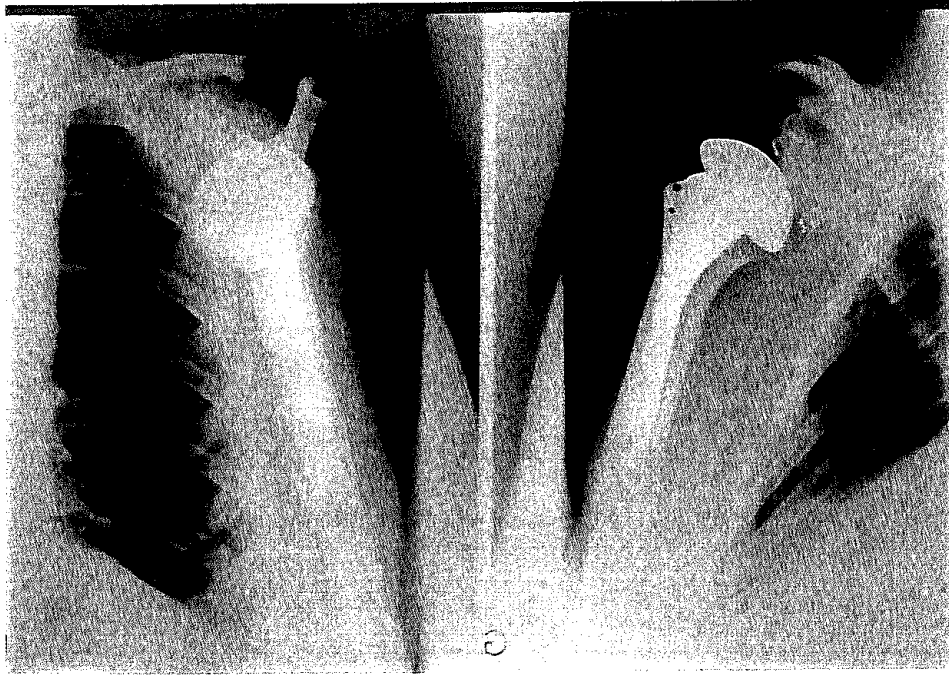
La prothèse de NEER (radiographies).
